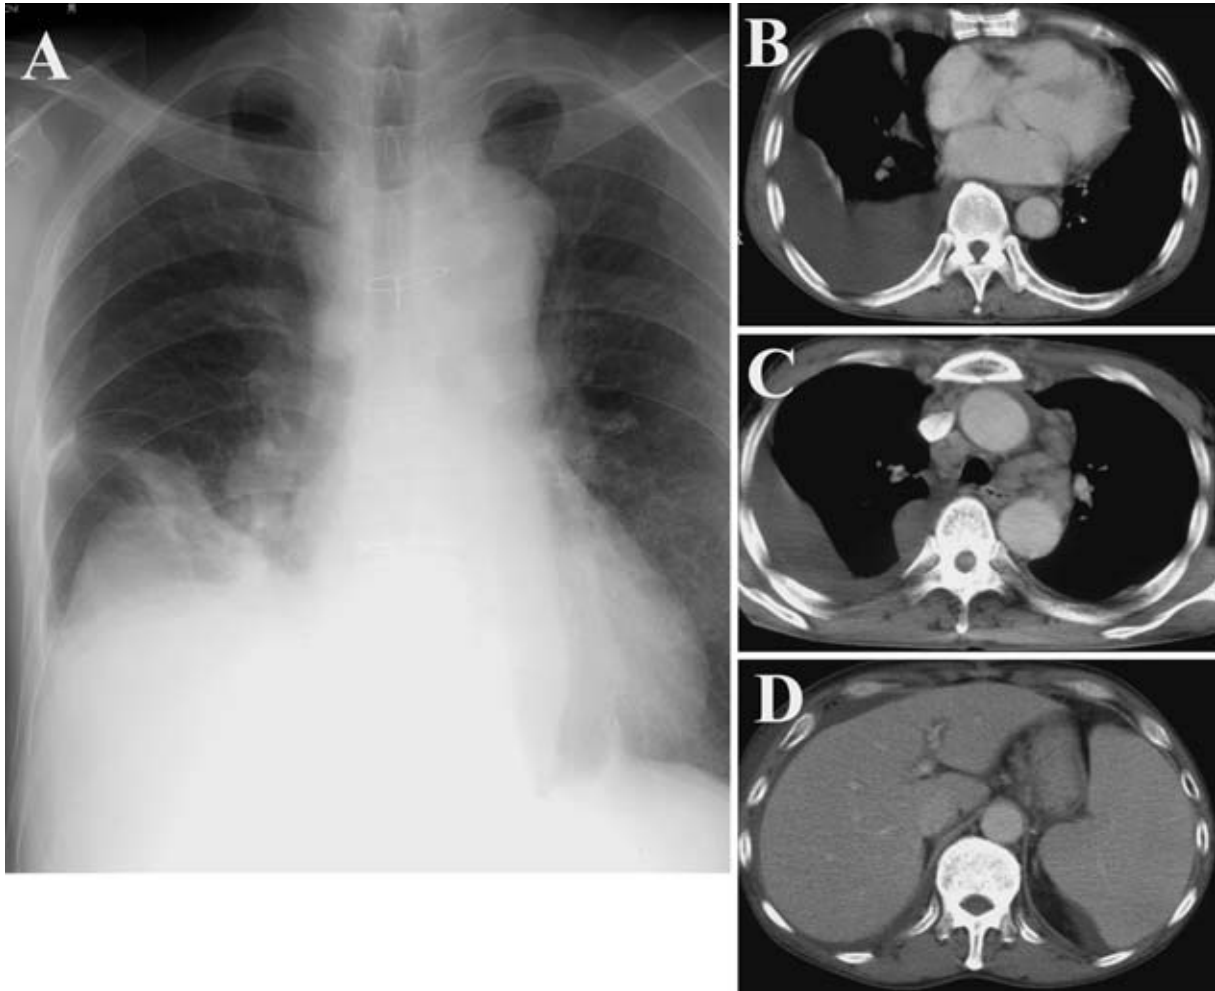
Chest roentgenogram on re-admission showed massive right pleural effusion (A). Chest and abdominal CT revealed pleural effusion, ascites, splenomegaly, and systemic lymphadenopathy (B, C, D).
